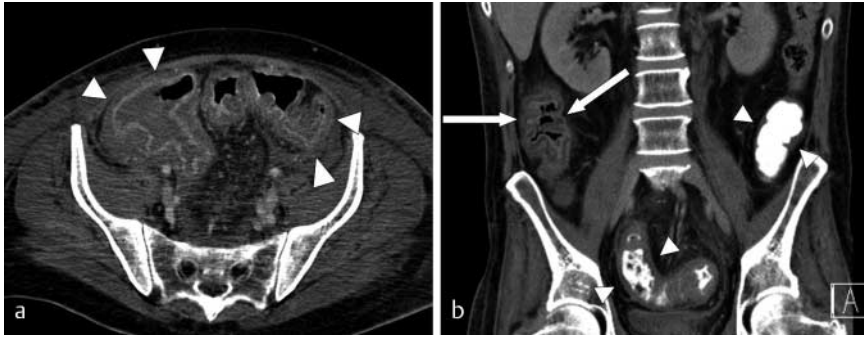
Pseudomembranöse Kolitis. a 32-jähriger männlicher Patient mit pseudomembranöser Kolitis. Die Abdomen-CT mit rektaler Wasserfüllung zeigt das pathognomonische Bild einer pseudomembranösen Kolitis: dreischichtige, deutlich verdickte Wand, wobei sich eine girlandenförmige Kontrastmittelanreicherung der Mukosa zeigt (Pfeilspitzen). b 48-jähriger männlicher Patient mit pseudomembranöser Kolitis. Die Abdomen-CT in koronarer Reformatierung zeigt eindrücklich den Effekt der positiven rektalen Kontrastierung. Im Bereich des Sigma sowie des Colon descendens maskiert der positive rektale Einlauf die pathognomonische Anreicherung der Mukosa (Pfeilspitzen). Das Colon ascendens ist von dem Kontrastmittelinlauf nicht erreicht worden, hier lässt sich die Anreicherung der Mukosa gut erkennen (Pfeile).
